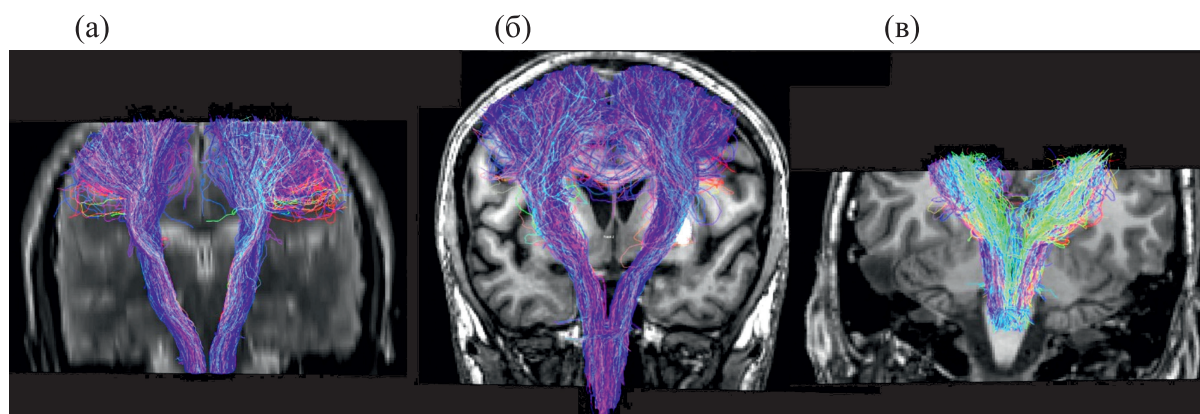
ДТ-МРТ кортико-спинальных трактов: (а) — у здорового испытуемого (М, 22 года); (б) — у пациента с транзиторным нарушением сознания; (в) — у пациента с хроническим UWS (М, 34 года). Цвет показывает направление тракта: справа налево — красный, спереди назад — зеленый, сверху вниз — синий.
